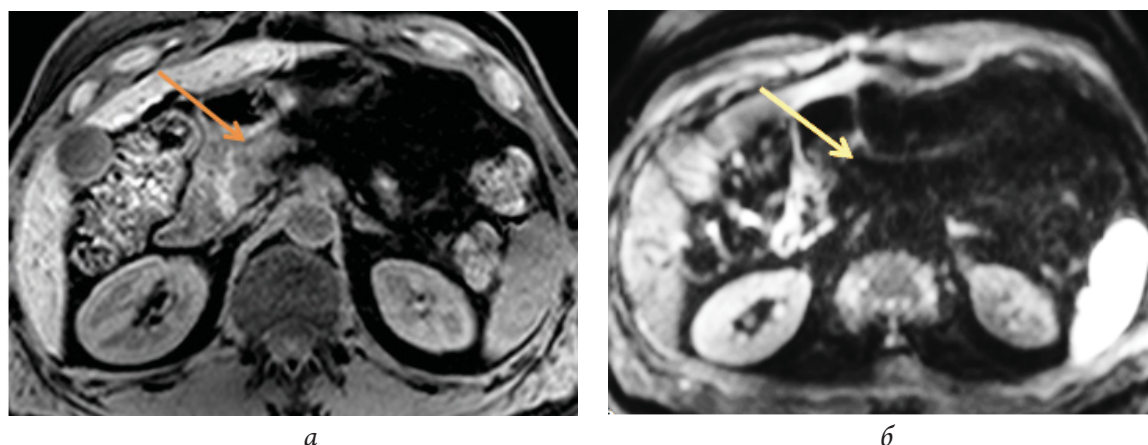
Зона патологического очага через 18 мес после криовоздействия. МР-томограммы: а – T1 FS, б – DWI b = 600. Участок измененного сигнала показан стрелками
